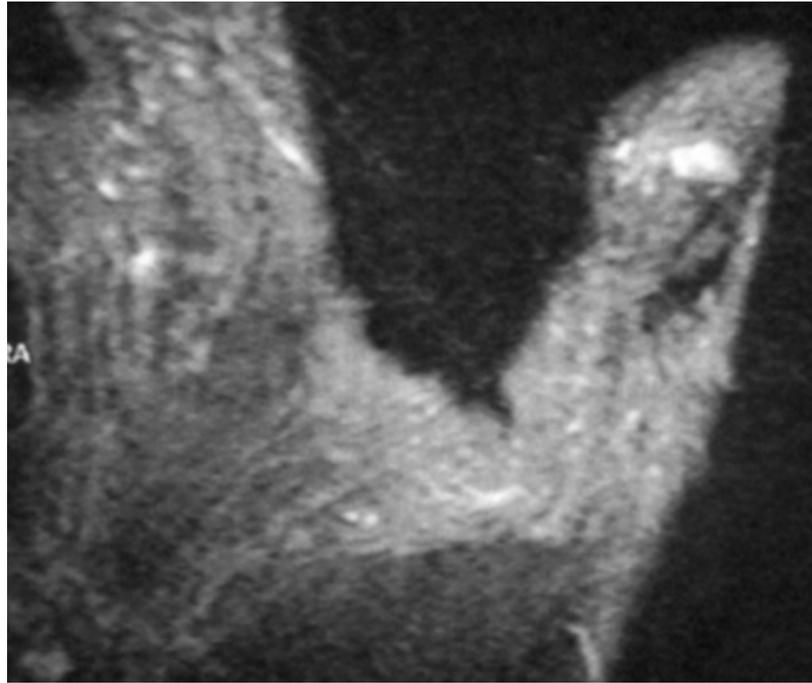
Aspect IRM en faveur d'une tumeur glomique
